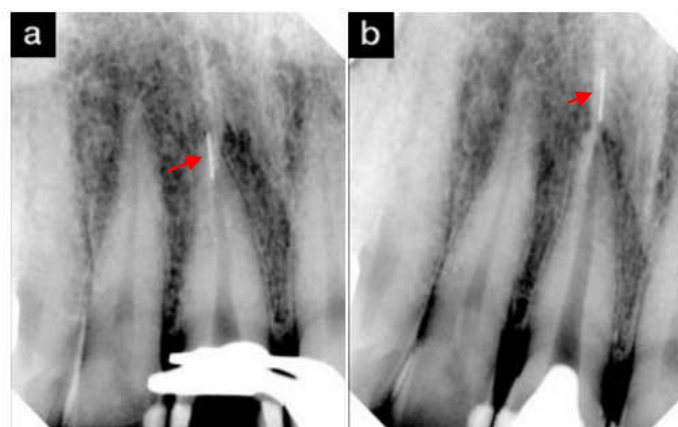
Expulsion d'un bris instrumental au-delà du foramen apical après utilisation d'inserts ultrasoniques (d'après : Terauchi, 2012)
